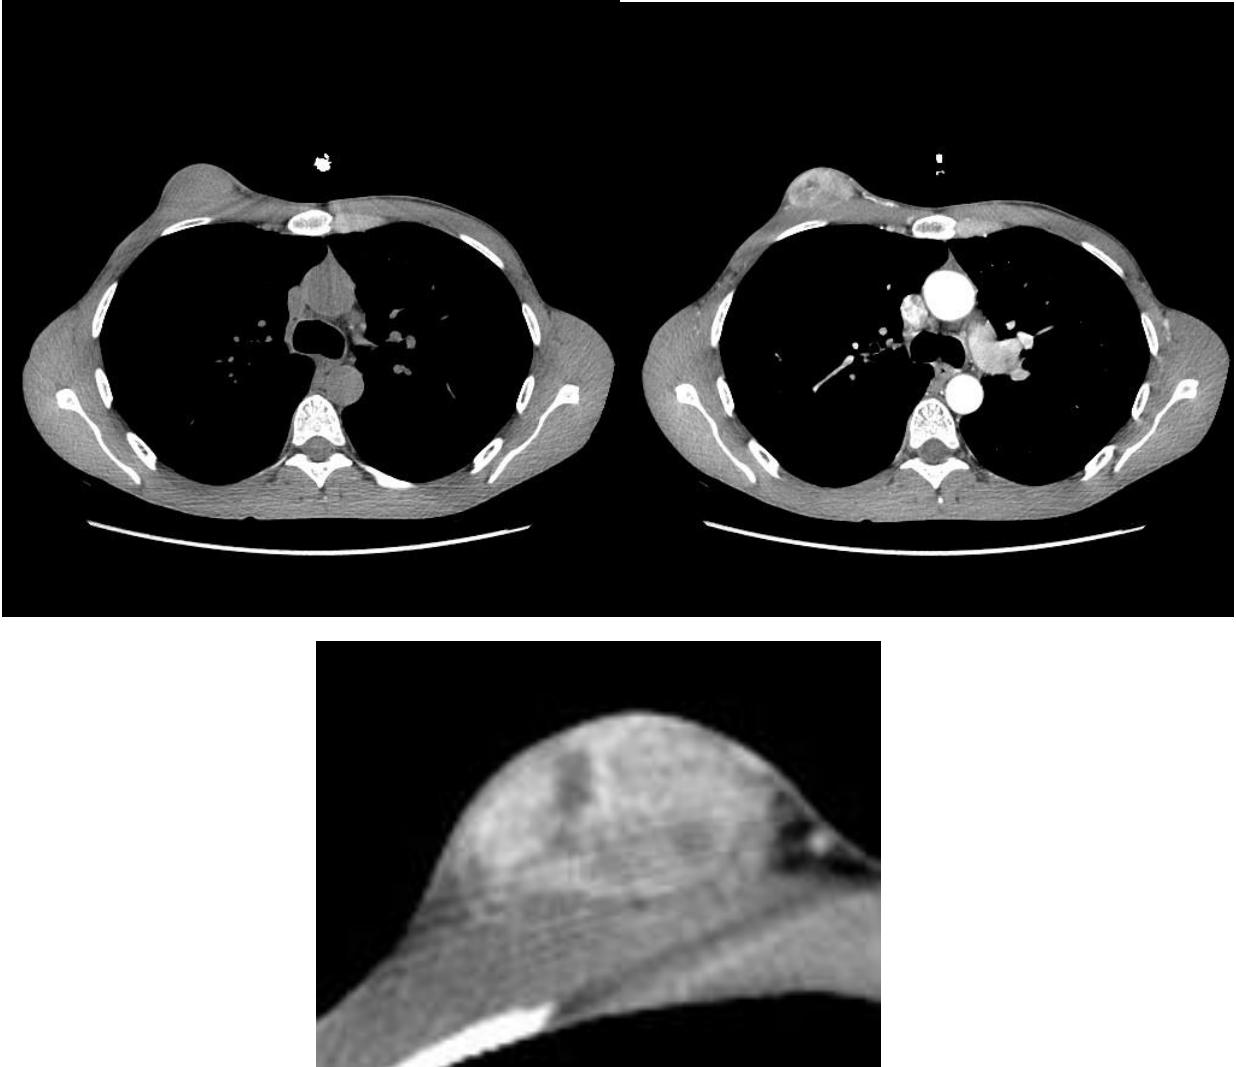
Imagerie du Service de Radiologie du CHU de FES (Hôpital Hassan II) : TDM Thoracique en fenêtré médiastinale, avant et après injection du PDCI, mettant en évidence une lésion iso dense au dépend des parties molles sous cutanées de la paroi thoracique antérieure, de densité tissulaire, bien limitée, se rehaussant de façon hétérogène, contenant en son sein des zones de nécrose
